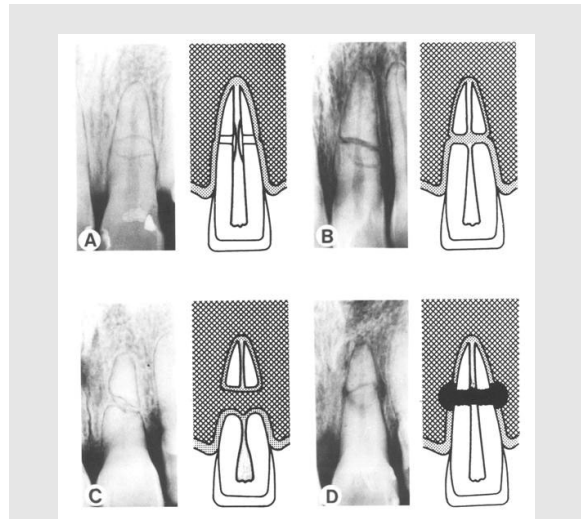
치근 파절후에 치유되는 다양한 유형에 대한 방사선 사진과 도해<sup>12)</sup>. 석회화 조직으로의 치유(A), 결합조직으로 개재(B), 골조직과 결합조직으로 개재(C), 육아조직으로 개재(D).
